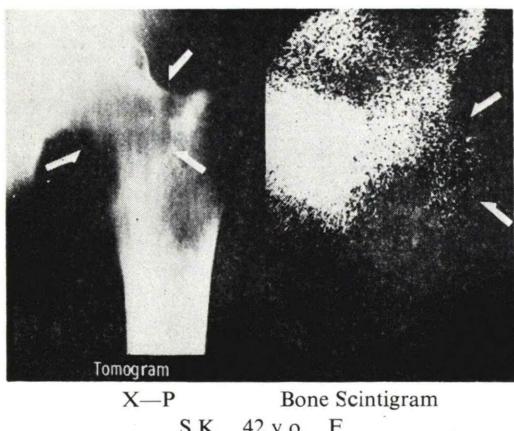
X-ray film and bone scintigram of myeloma. X-ray examination reveals massive destruction of the left femoral head, without abnormal accumulation of the radionuclide.
